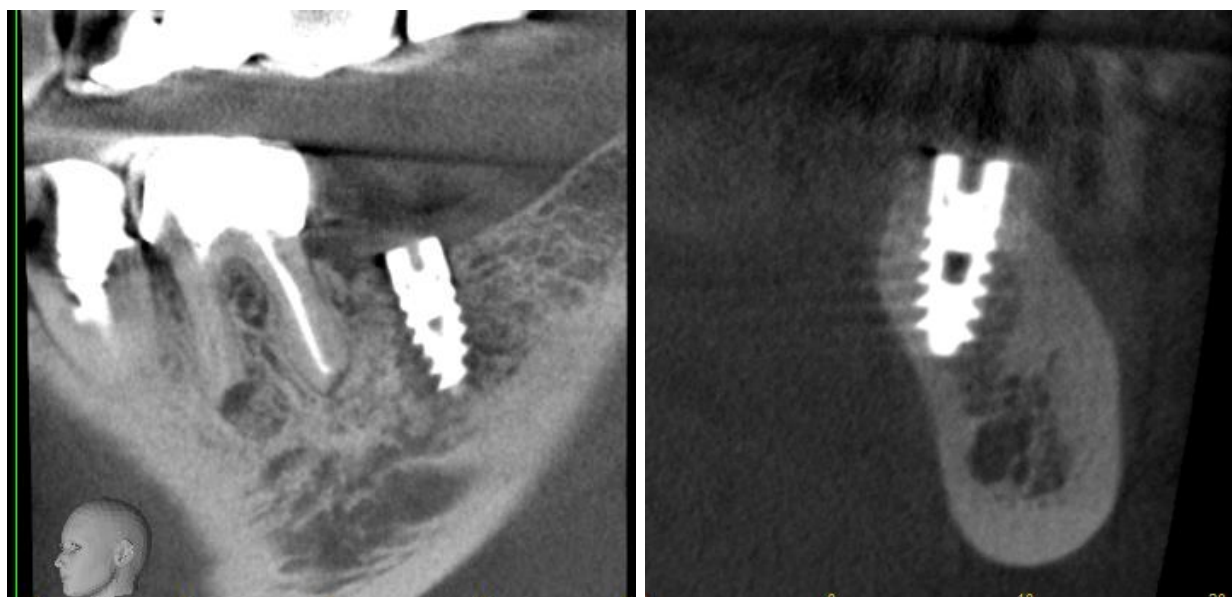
Хворий С. 42 роки. Дані комп'ютерної томографії. Етап планування дентальної імплантації (аналіз щільності кісткової тканини в зоні імплантації).
